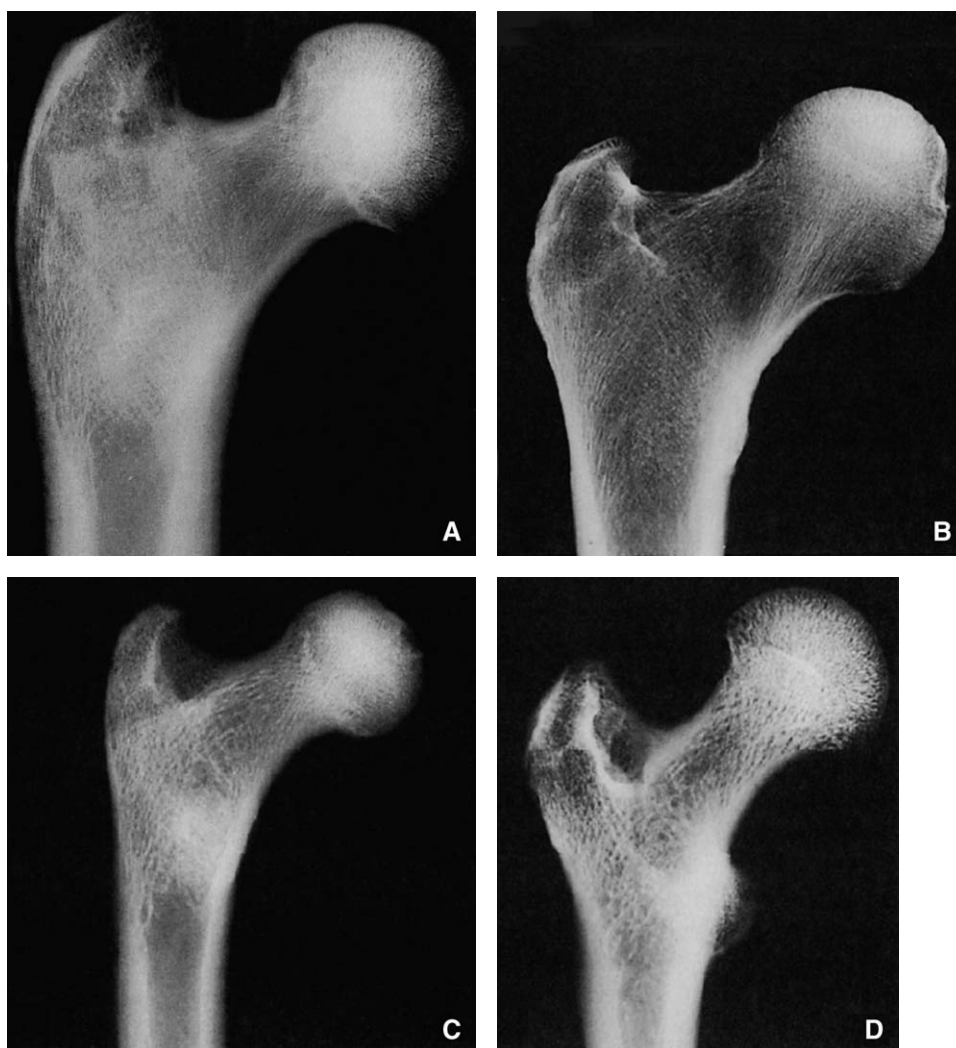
Radiographie de face standard du gorille (A), de l'Homme (B), du chimpanzé (C), de l'orang-outang (D). Remarquez la présence d'un os dense de type cortex à la jonction entre le col et la diaphyse dans les genres non humains et comparez les sections représentées dans la Figure 1. Un tel os représente le plus vraisemblablement une coalescence des trabécules en réponse à la tension créée au cours d'un appui simple, en l'absence d'un appareil abducteur fort.
